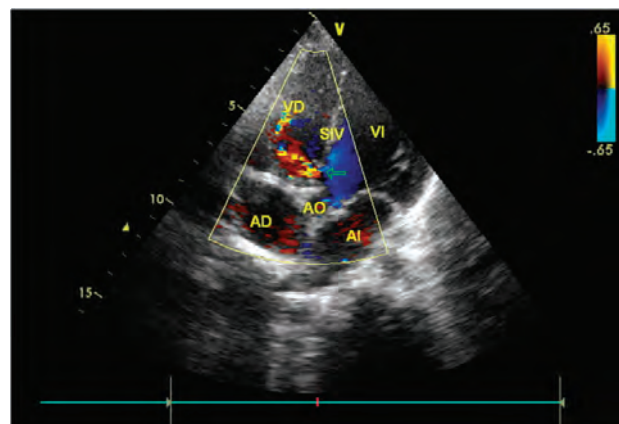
Vista 5 Càmara Apical muestra mediante el Doppler Color el cortocircuito Izquierda – Derecha en un defecto del septum Interventricular Perimembranoso Pequeño.
